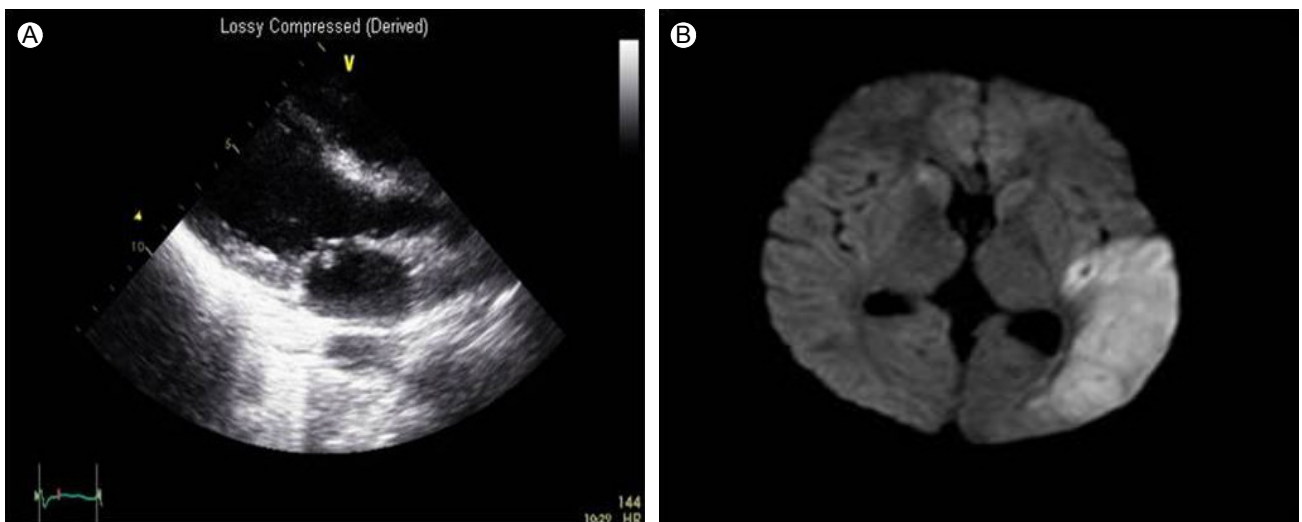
Transthoracic echocardiography shows a 0.71 × 0.56-cm oscillating mass on the left atrial side of the anterior mitral valve leaflet (A). Brain magnetic resonance imaging shows an acute cerebral infarction in left fronto-temporo-parietal lobe and right basal ganglia (B).
